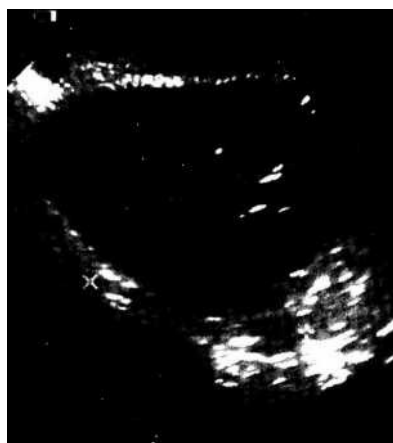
Синдром поликистозных яичников. УЗИ
